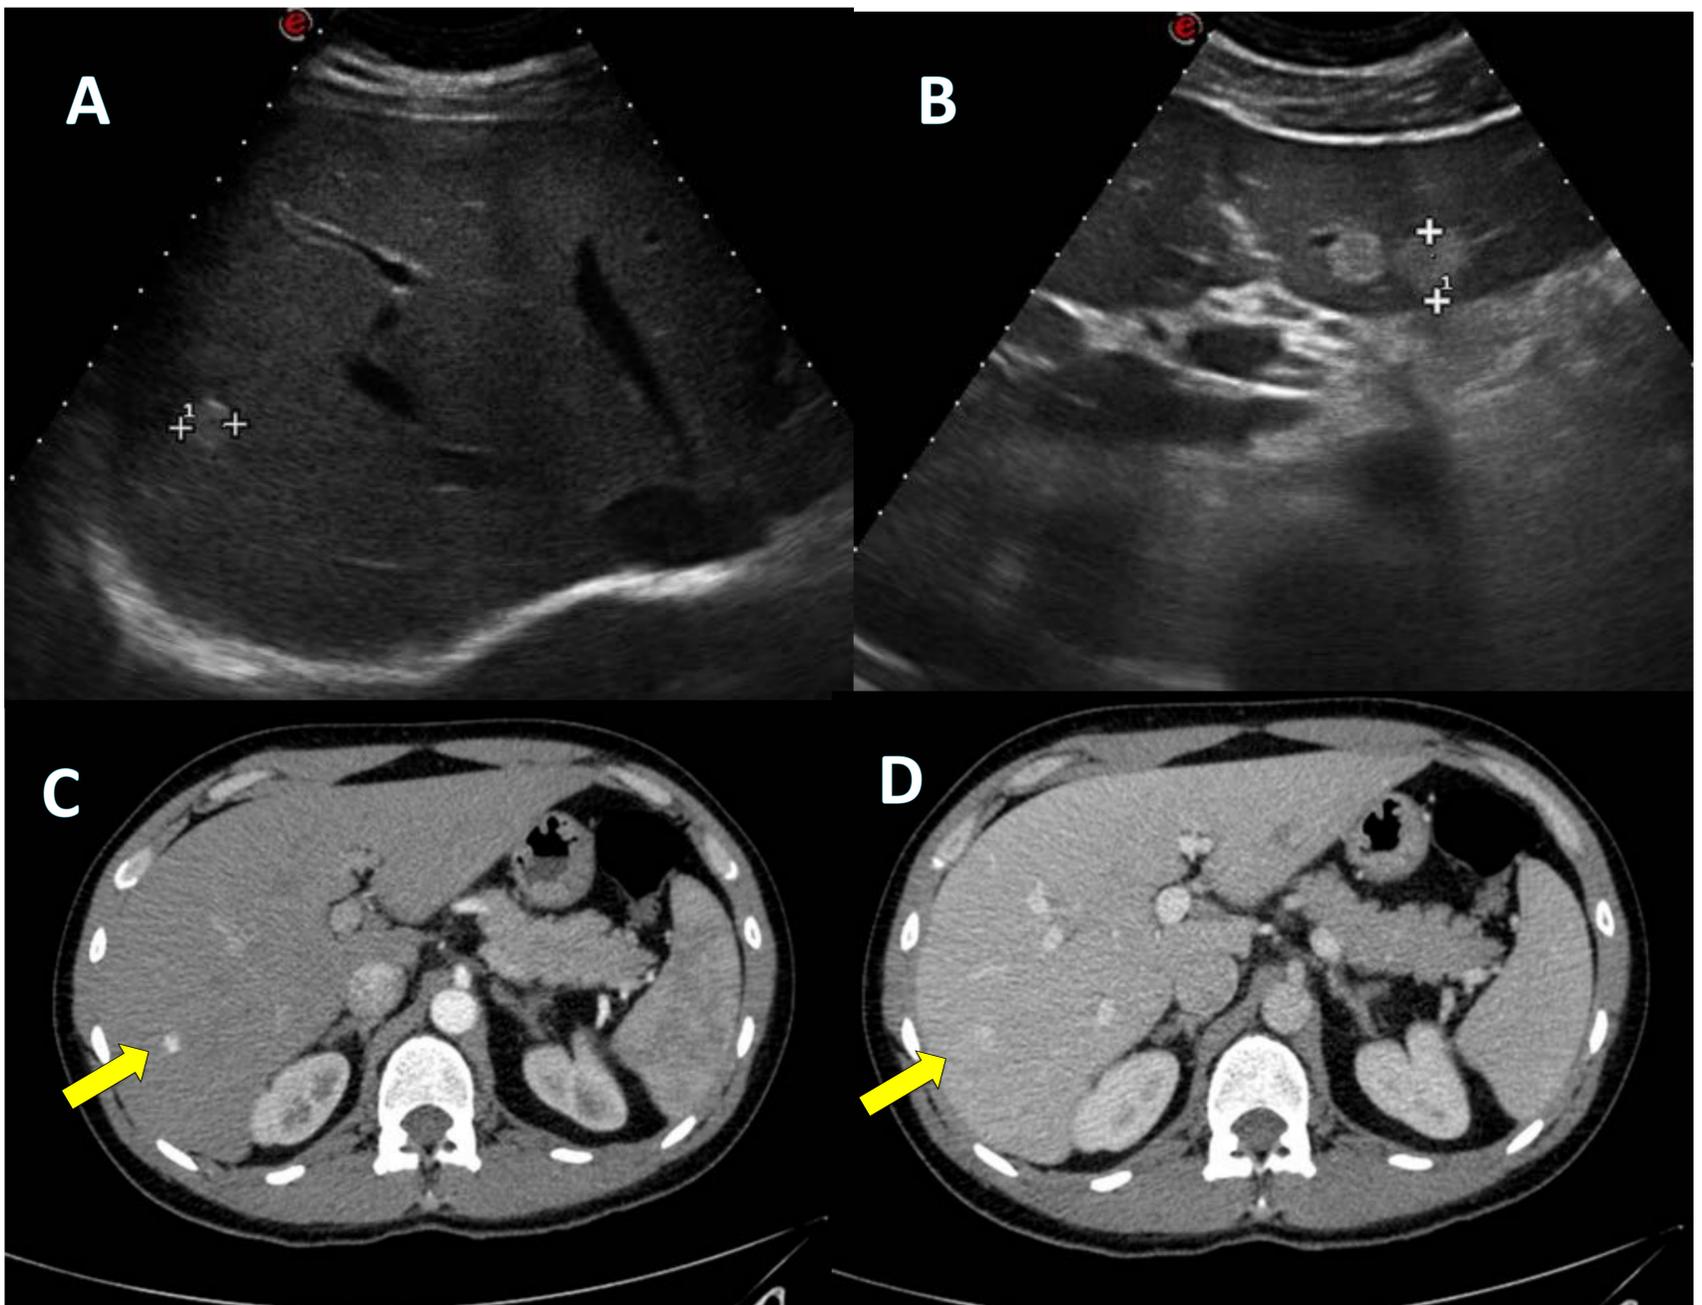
Hemangioma cavernoso. A y B por ecografía: lesiones hiperecogénicas. C y D por TC: lesión pequeña que capta el contraste de manera homogénea y mantiene el realce en fases retardadas. References: Hospital Universitari de Tarragona Joan XXIII/ES.
